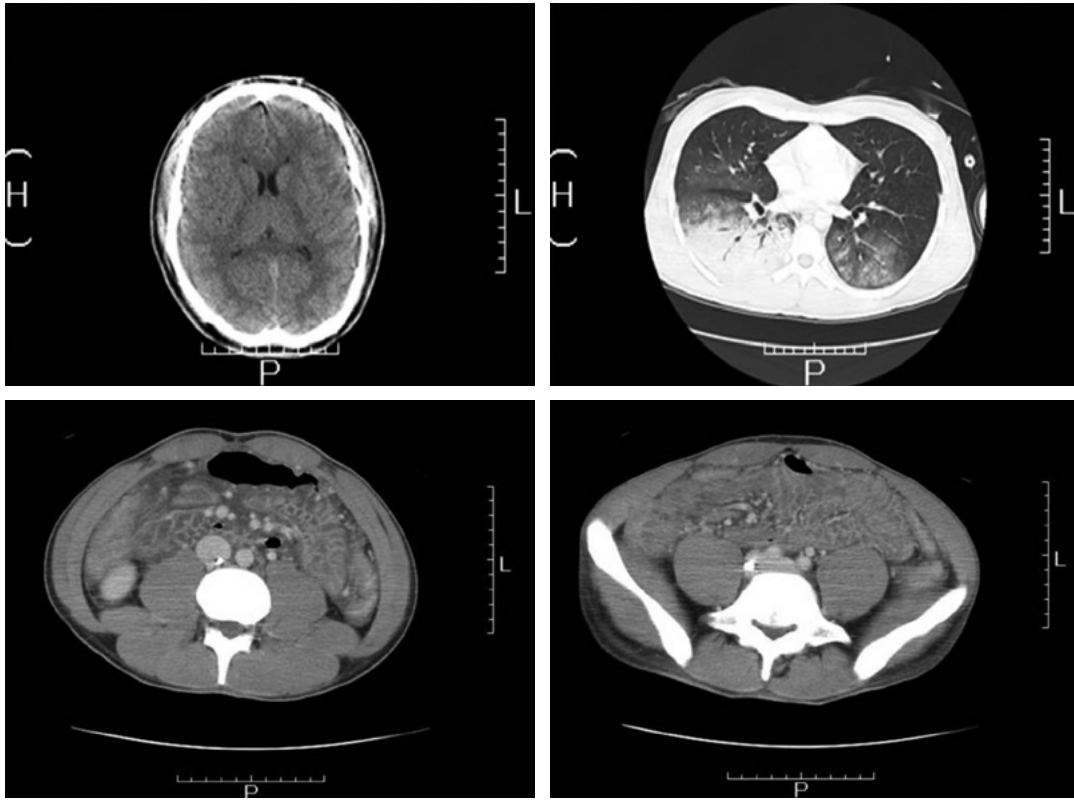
CT scans obtained on the second hospital day.
